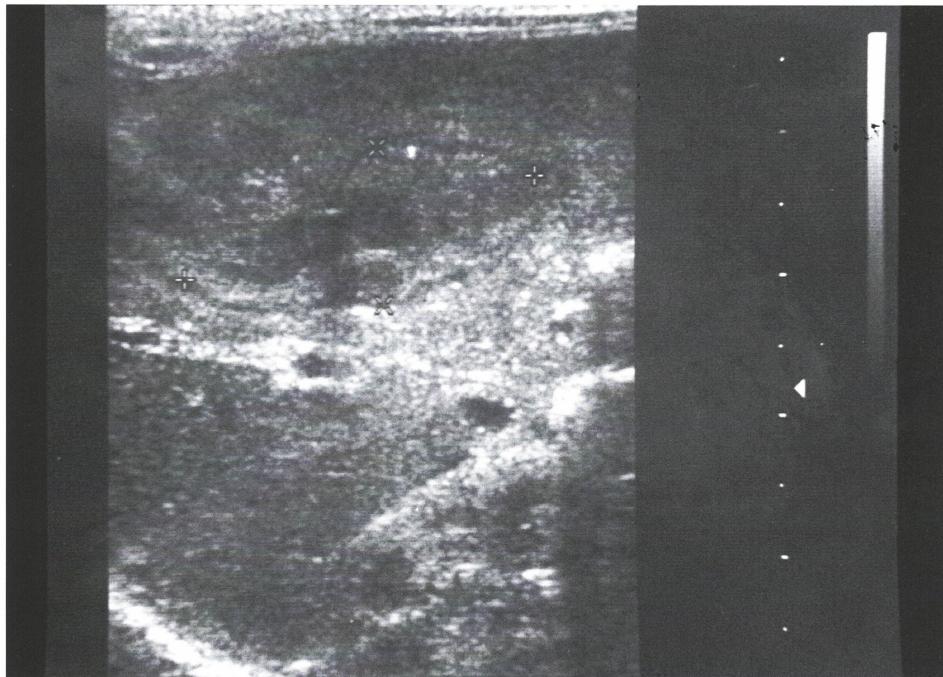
Ecografía hepática que revela imagen de absceso en el lóbulo hepático derecho, imagen previa a drenaje percutáneo.
